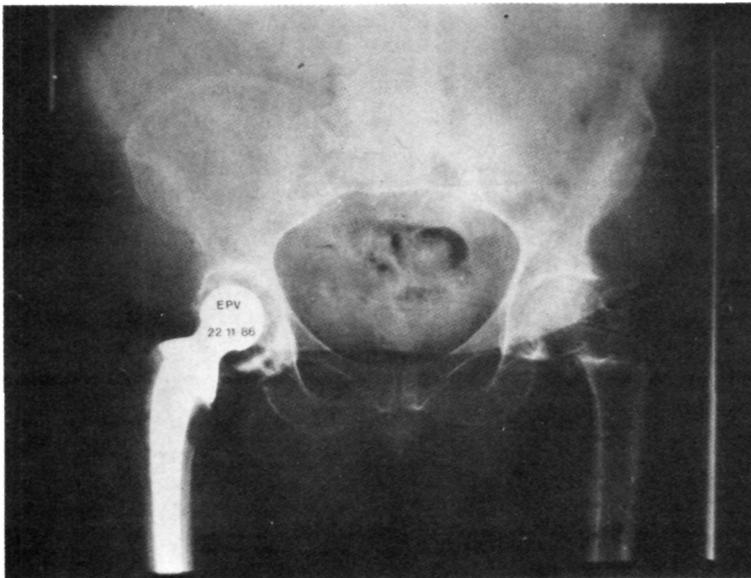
Radiografía a los 2 años de la intervención donde se extrajo la placa con un buen resultado funcional y radiológico.
